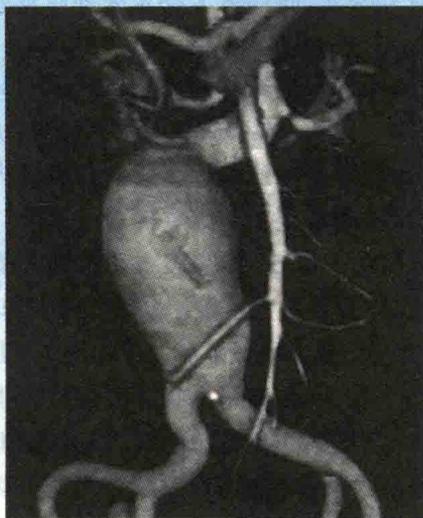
患者主动脉 CTA 显示典型腹主动脉瘤
